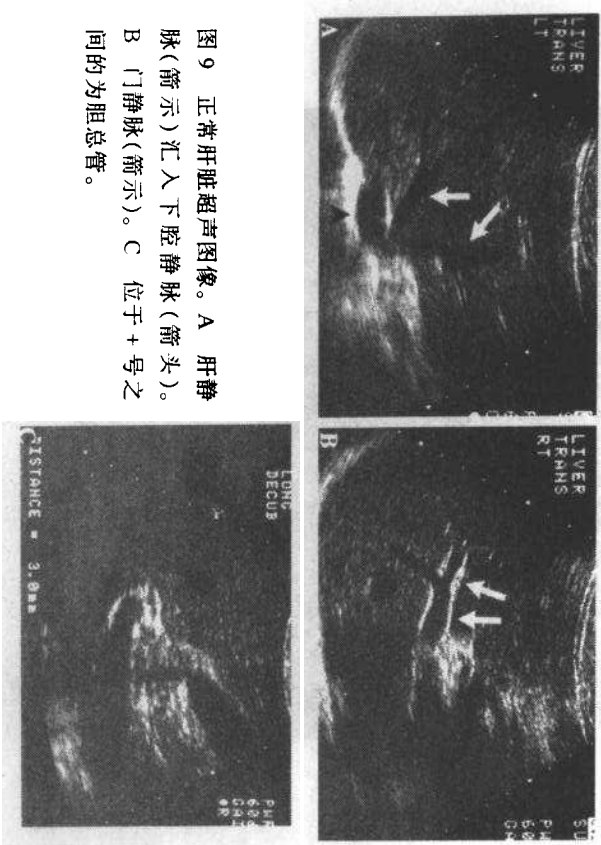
正常肝脏超声图像。A 肝静脉(箭示)汇入下腔静脉(箭头)。B 门静脉(箭示)。C 位于 + 号之间的为胆总管。
